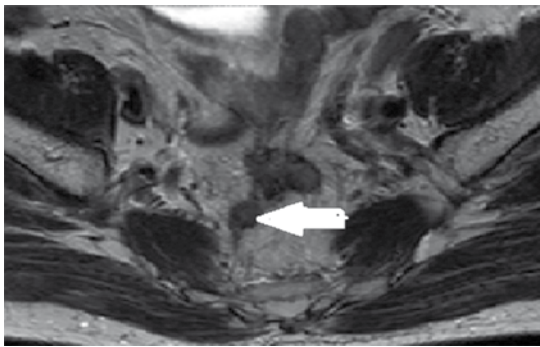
Resonancia potenciada en T2, corte axial: engrosamiento concéntrico de la pared del recto que contacta con la fascia mesorrectal en todo su diámetro.
